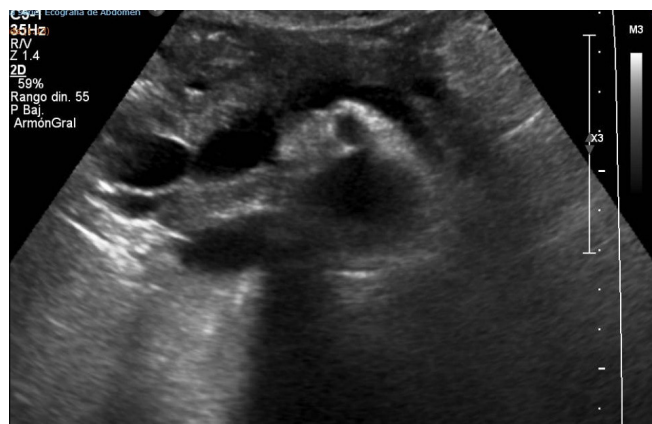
Imagen de ecografía abdominal en que se observa el colédoco dilatado.
